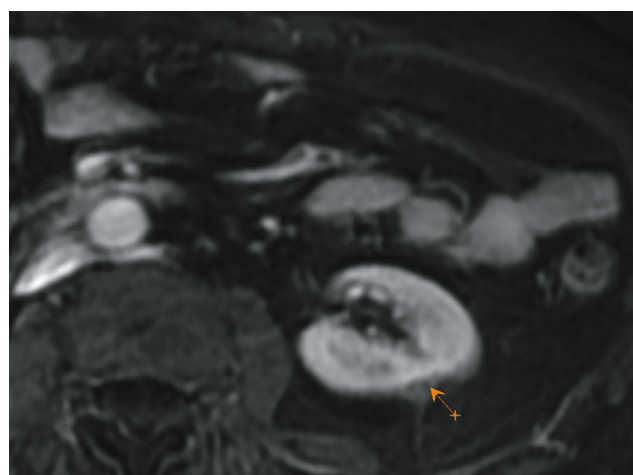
Картина полной регрессии опухоли при сроке наблюдения 1,5 года. А — Компьютерная томография до лечения; Б — Магнитно-резонансная томография после облучения.
